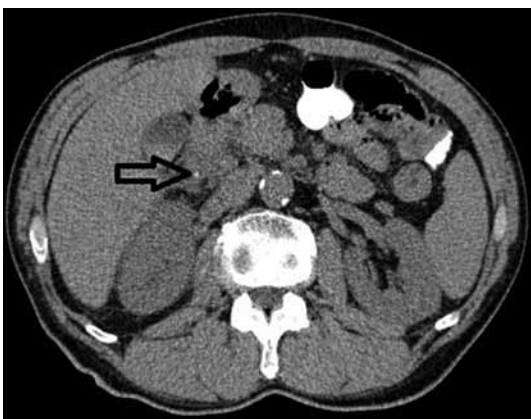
CT brucha v sagitálnej rovine s per os podanou k.l. interpretované ako jej únik mimo lúmen GIT
